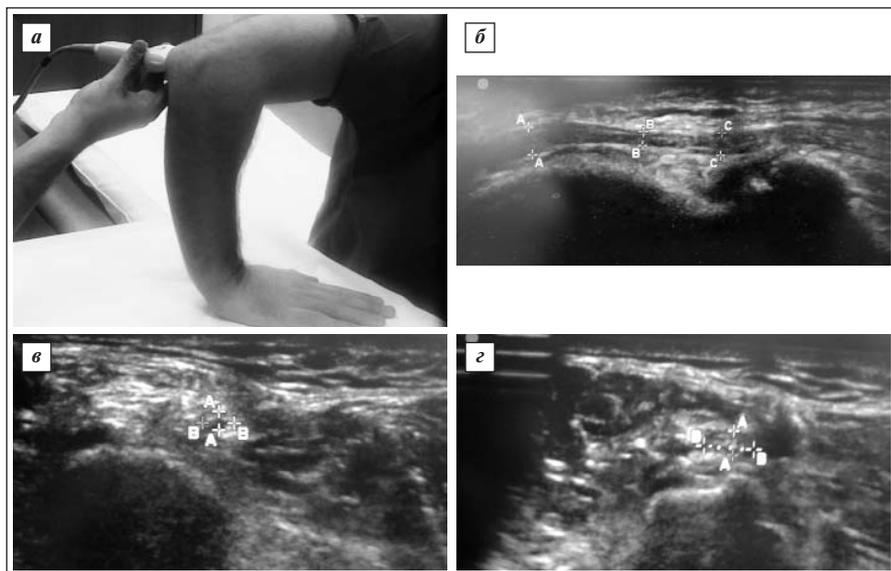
УЗИ локтевого нерва при СКК.
